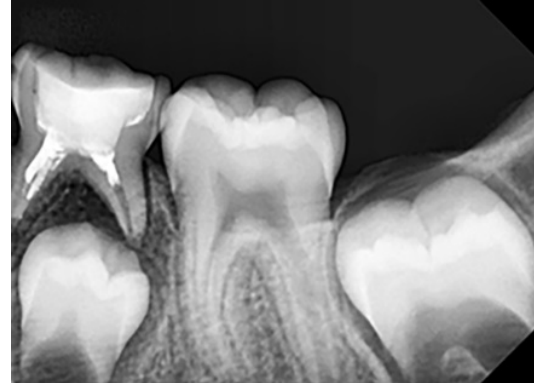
Eksik dolum için örnek tedavi bitim radyografisi
